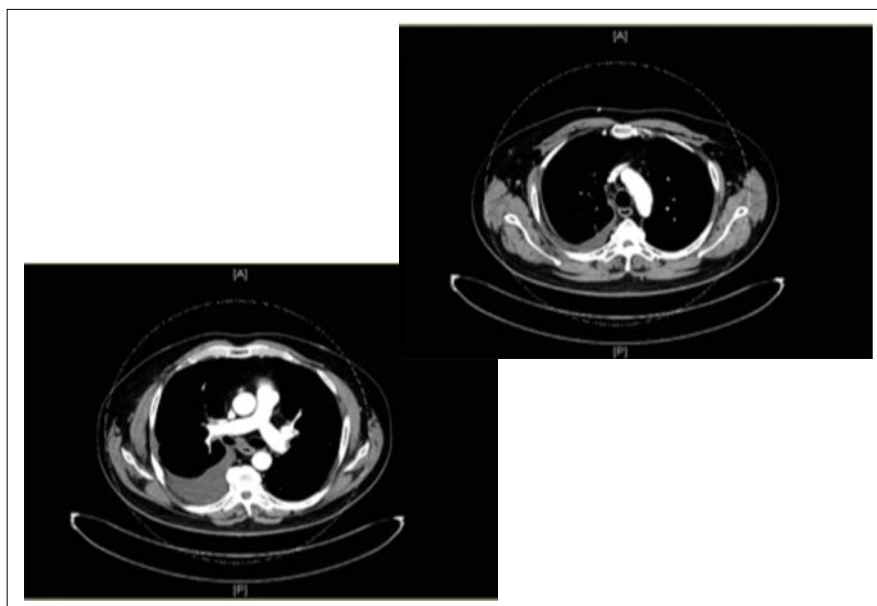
TC torace - gennaio 2019 (prima rivalutazione in corso di trattamento con pembrolizumab).
